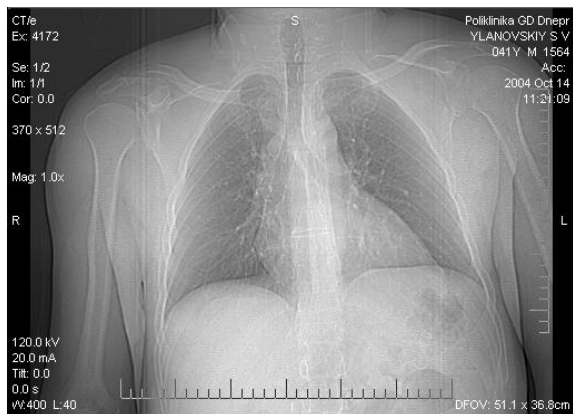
Рентгенограма грудної клітки хворого
